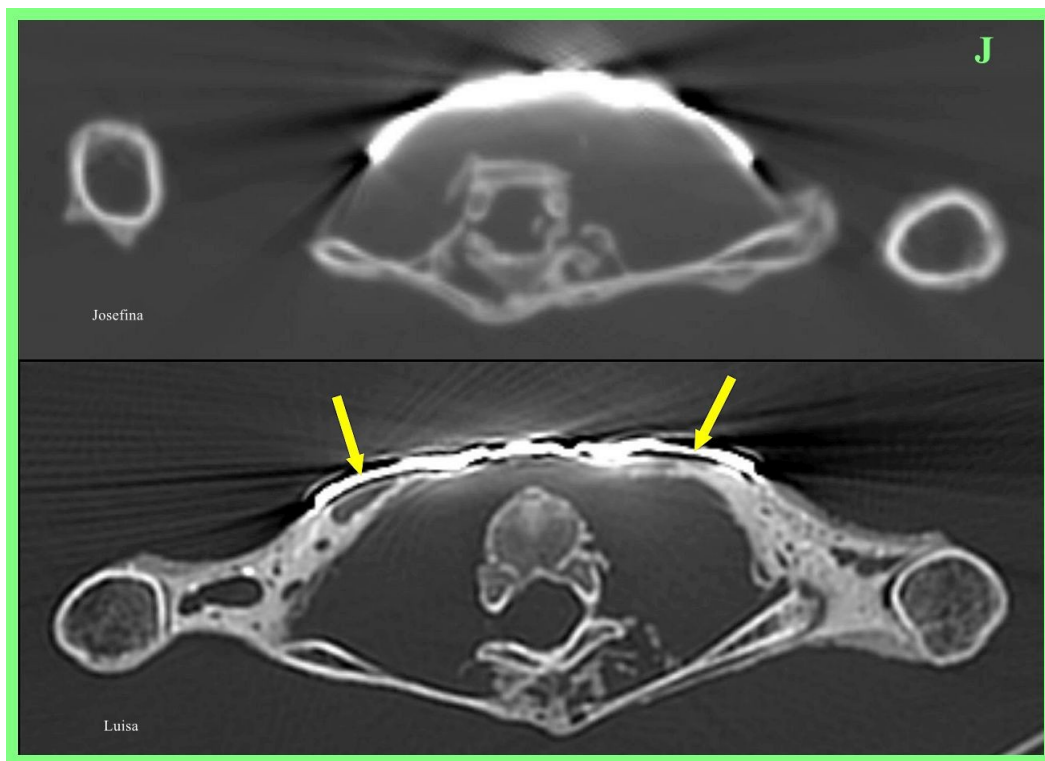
TC 2D axial que muestra implantes metálicos torácicos en 'Josefina' (imagen superior) y 'Luisa' (imagen inferior). Nótese que el metal causa artefactos lineales de TC por 'endurecimiento del haz' en ambos implantes, y la naturaleza compuesta del implante con núcleo denso (flechas amarillas) en 'Luisa'.
